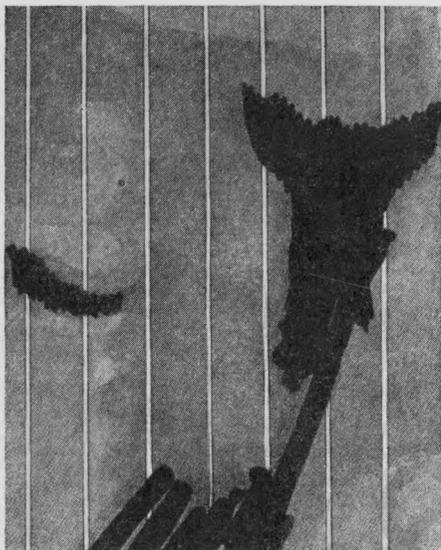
Рентгенокимограмма матки и правой трубы (по Я. И. Русину).
